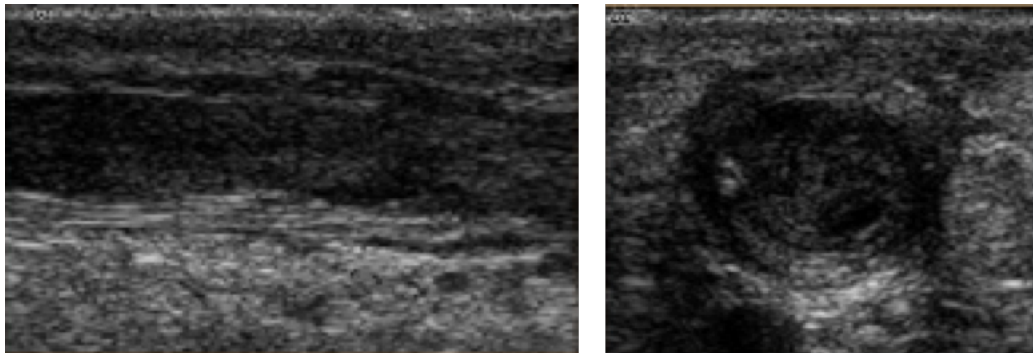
Échographie mode B, coupe transversale et longitudinale, montrent une thrombose totale de la veine céphalique de drainage [50, 51]
